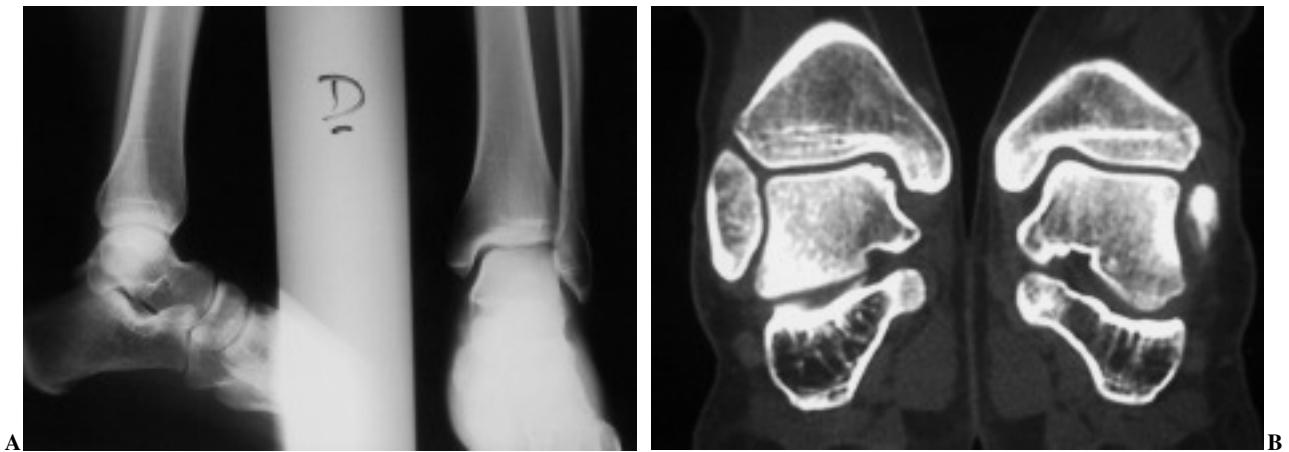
A) Radiografía y B) TAC preoperatorios mostrando lesión osteocondral en estadio IV, en la faceta medial de la cúpula astragalina.
